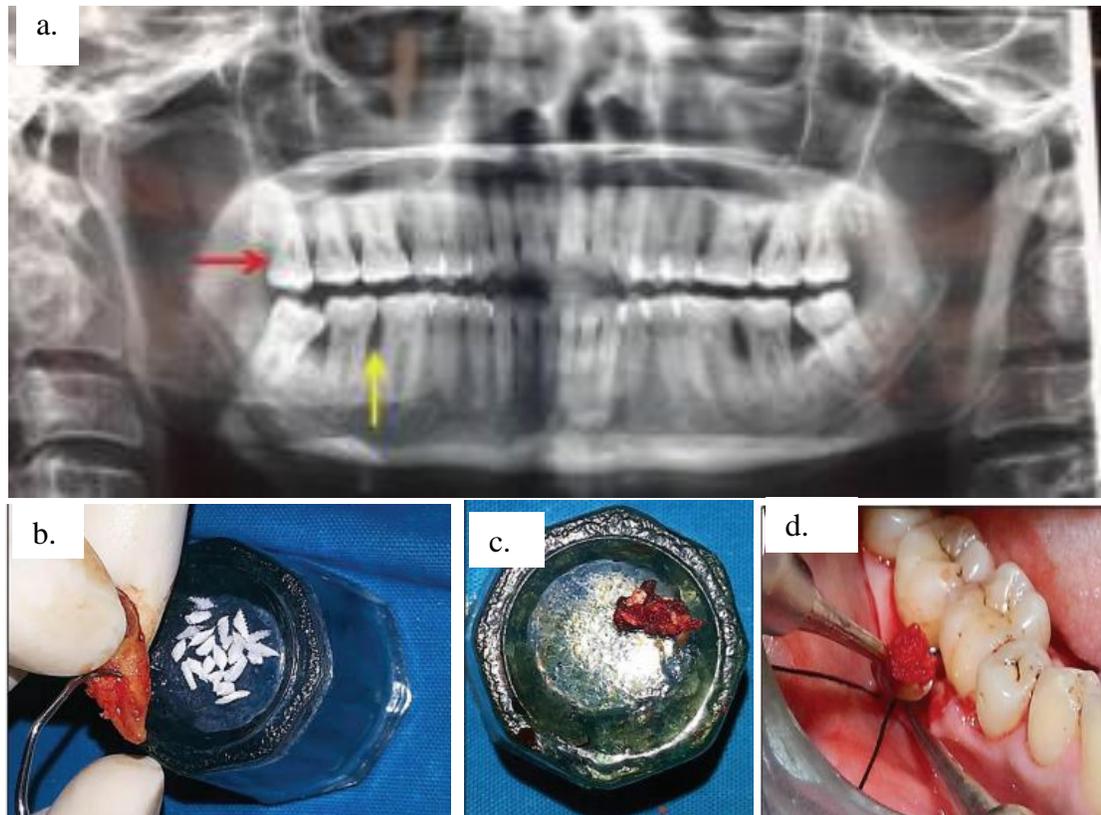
a. Ortopantomografía que muestra el diente indicado para extracción con flecha roja y defecto intraóseo por flecha amarilla. b. Tejido blando adherente a la raíz de un tercer molar extraído, y la extracción de células madre del ligamento periodontal que se alberga el nicho y Abgel. c. Masa transferible. d. Transferencia del tejido cosechado al defecto. ¹⁷
